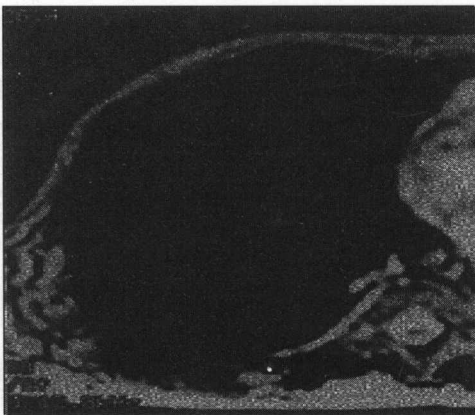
Resonancia magnética nuclear que muestra esplenomegalia importante, con imágenes nodulares y quistes reemplazando el parenquima esplénico.
